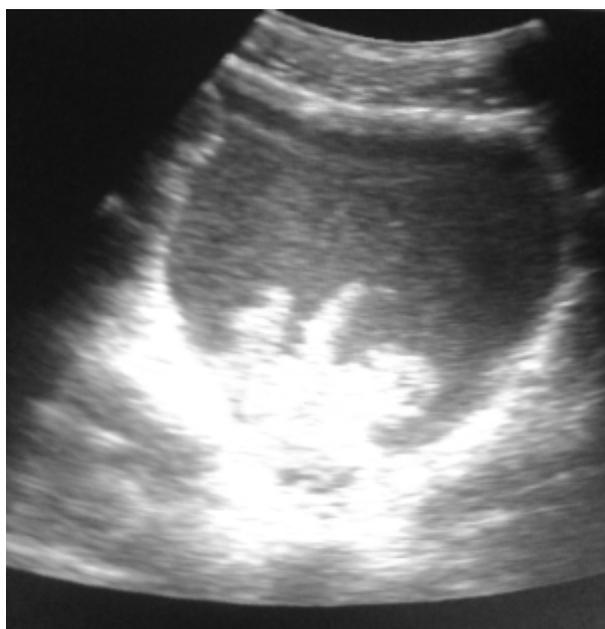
Ecografía: lesion quistica esplénica.
